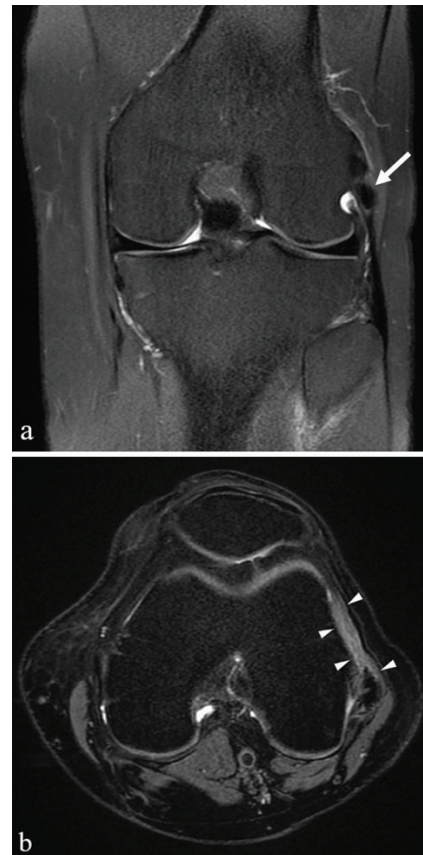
Magnetic resonance imaging of the knee joint. a) Coronal fat-suppressed proton density image demonstrating the intraligamentous localized low signal area compatible with calcification, and edema-like changes near the insertion of the lateral collateral ligament (arrow). b) Axial fat-suppressed proton density image demonstrating edema-like changes between iliotibial band and lateral femoral condyle (arrowheads)
